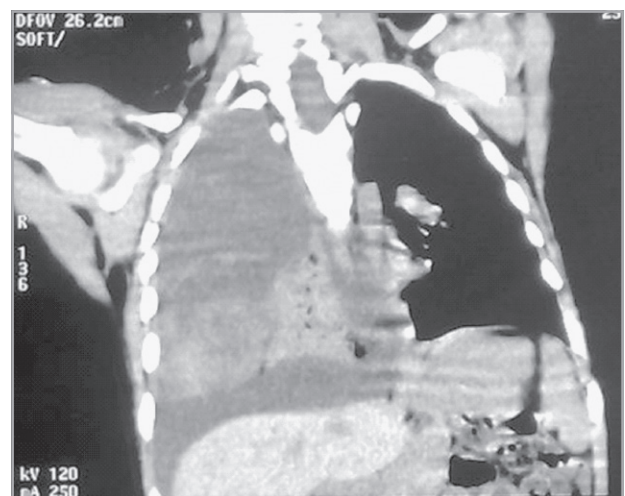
Tomografía torácica con corte coronal (reconstrucción) con imagen tumoral de aspecto quístico en región posterior de hemitórax derecho, que comprime parénquima pulmonar ipsilateral con signos de efusión pleural.
